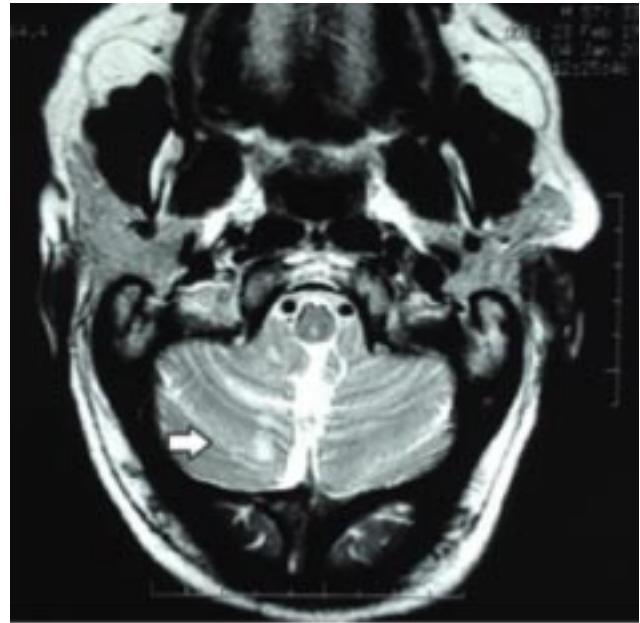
IRM Cerebral: Infartos lacunares múltiples en base de ambos hemisferios cerebelosos (predominio derecho) en territorio de ambas arterias PICA.
